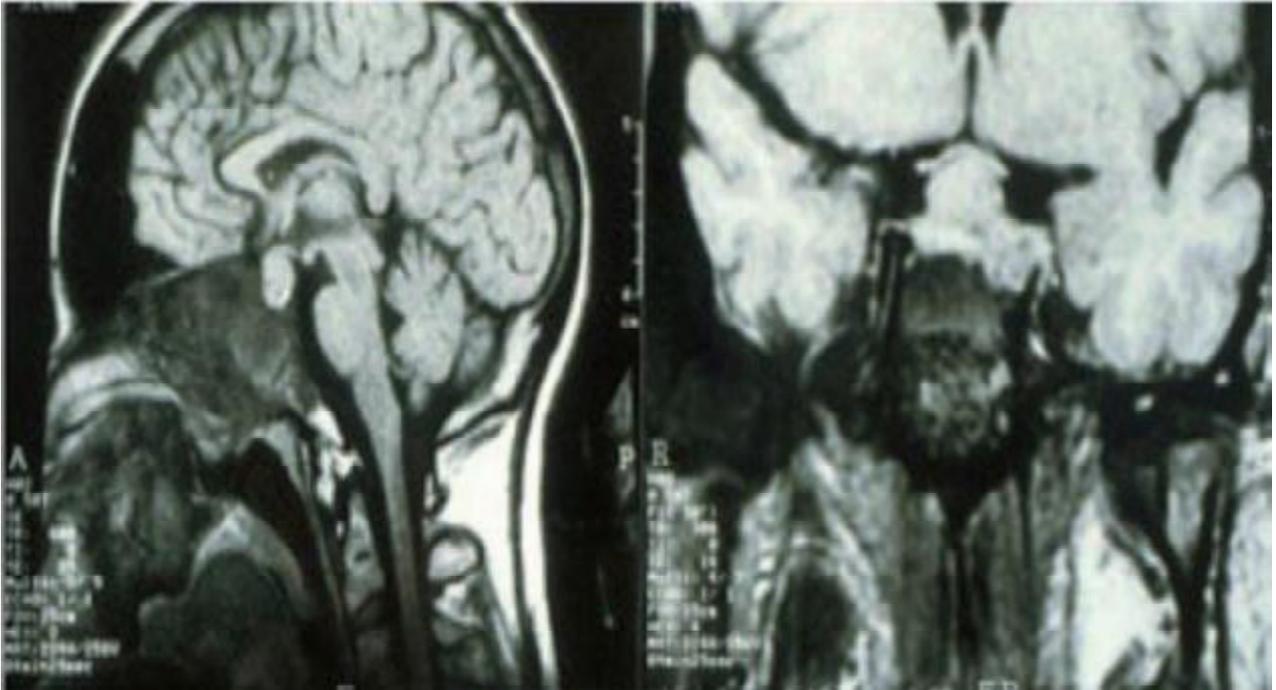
IRM du crâne mettant en évidence, au sein d'une dysplasie osseuse majeure de la base du crâne et de l'étage antérieur, un macroadénome hypophysaire sécrétant de la GH chez une patiente présentant une acromégalie et un syndrome de McCune-Albright.
